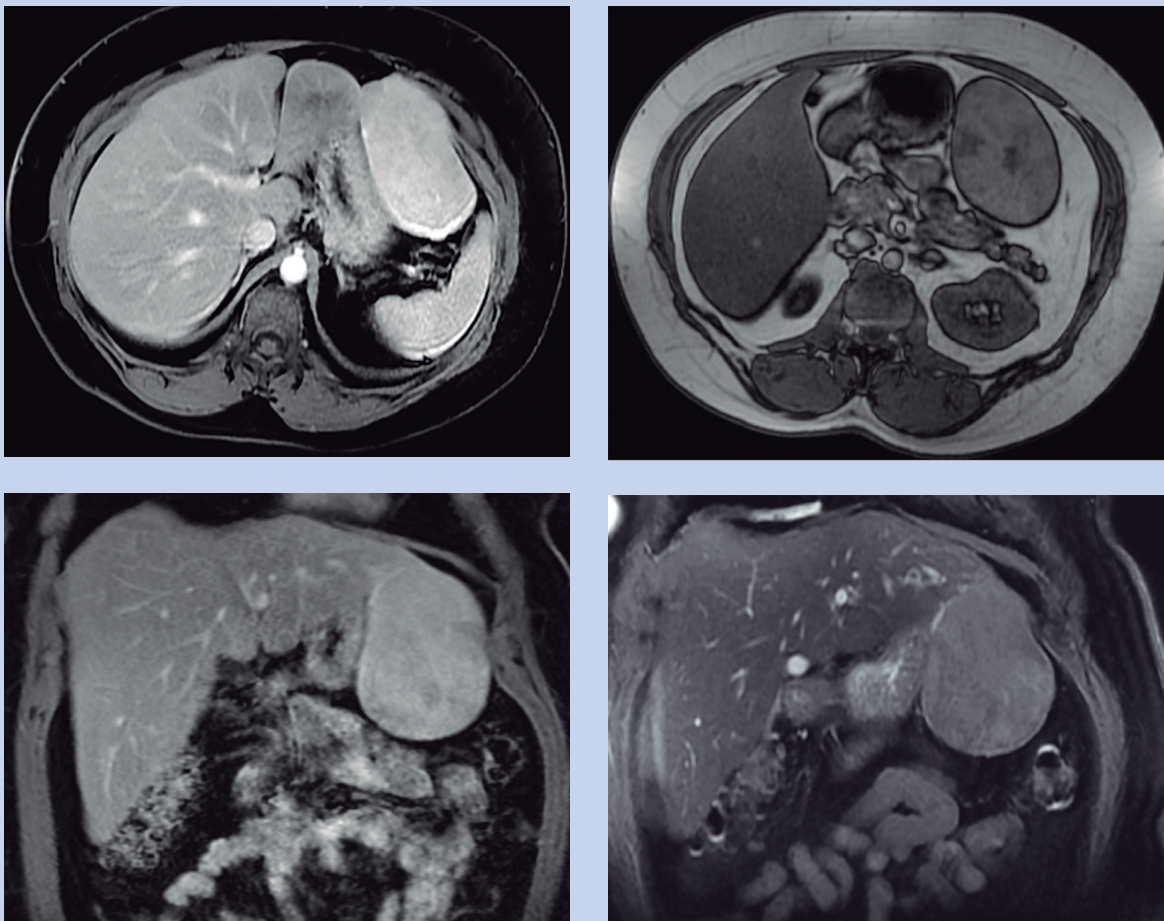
RM de abdome com contraste hepato-específico
